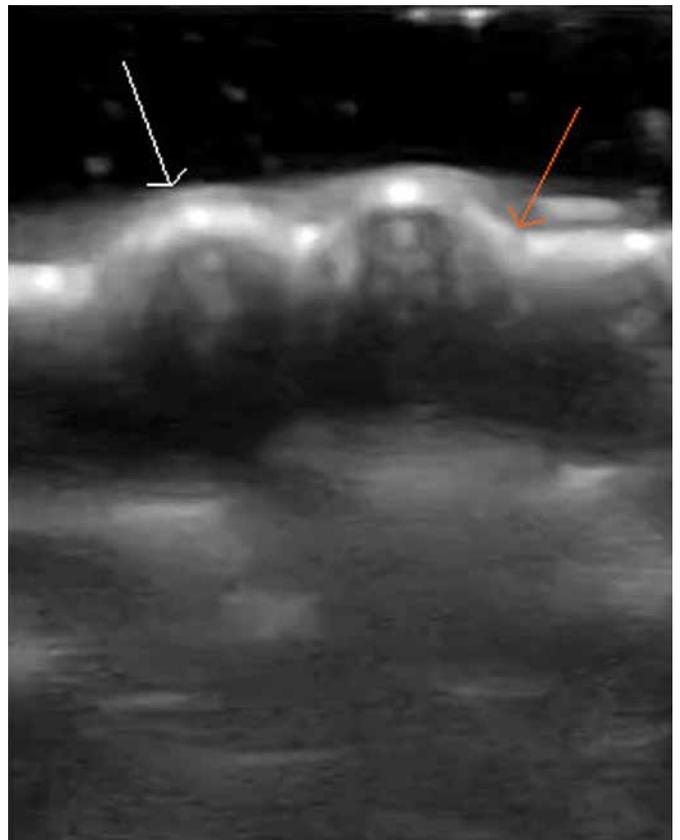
Intraorale sonographische Abbildung der Unterkiefer-Schleimhaut (weisser Pfeil) und des vestibulären Alveolarknochens (roter Pfeil) in axialer Richtung. Die Aufnahme wurde mit einem linearen intraoralen Schallkopf (PB-IO3-12, E-CUBE 12, Alpinion Medical Systems, Seoul, Korea) angefertigt.
